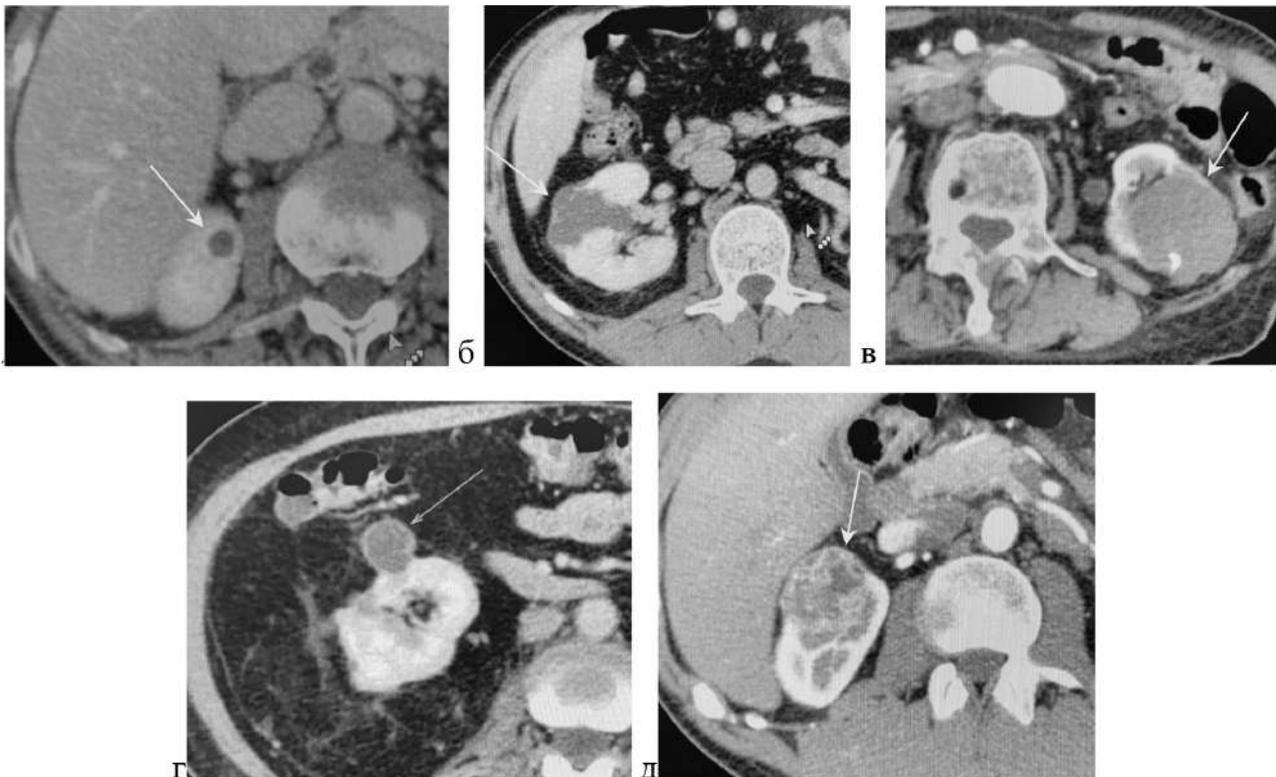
Использование классификации Bosniak для КТ:
